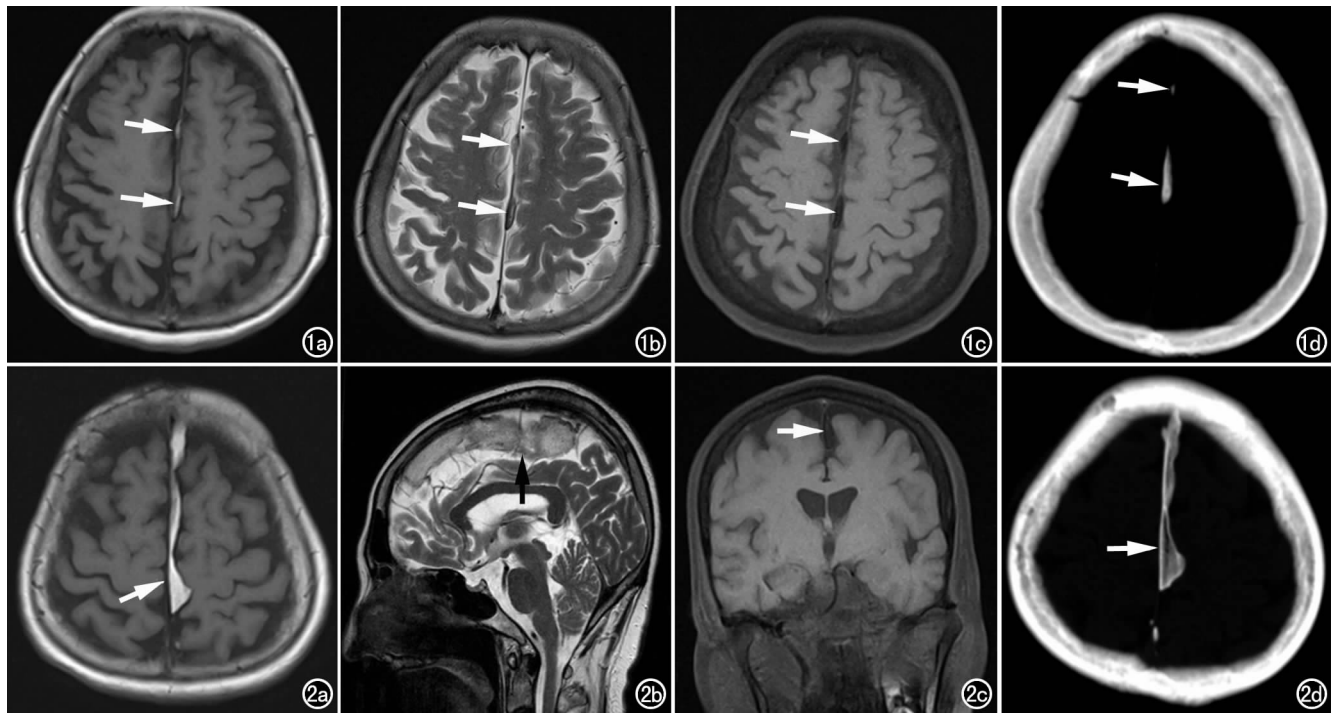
女, 52 岁, 额部大脑镰多发有骨髓形成的大脑镰骨化。a) 横轴面 T_1 WI 示额部大脑镰区欠连续弧带状影(箭), 呈高信号, 边缘环绕低信号影; b) 横轴面 T_2 WI 呈高信号(箭), 边缘环绕光滑线样低信号影; c) 横轴面抑脂 T_1 WI 中央区信号减低(箭); d) CT 骨窗中央部最低 CT 值约 298HU(箭), 边缘最高 CT 值约 820HU, 与颅骨密度相仿。图 2 女, 61 岁, 额顶部大脑镰有骨髓形成的大脑镰骨化。a) 横轴面 T_1 WI 示病变几乎贯穿额顶部大脑镰全程, 呈连续波浪形高信号, 边缘环绕低信号影(箭); b) 矢状面 T_2 WI 呈高信号(箭), 边缘环绕线样低信号影, 向前、下延伸至胼胝体上方扣带回水平, 向前上方抵至上矢状窦腔区; c) 冠状面抑脂 T_1 WI 中央区信号减低(箭); d) CT 骨窗中央部最低 CT 值约 77HU(箭), 边缘最高 CT 值约 771HU, 与颅骨板障及内、外板密度相仿。
